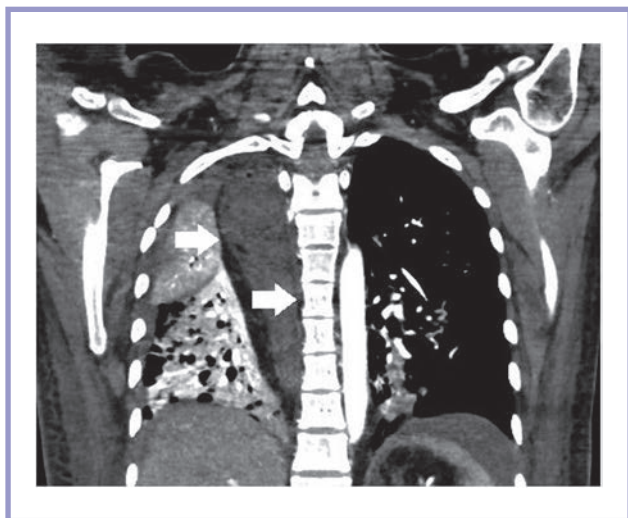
Пациентка К., 29 лет. Компьютерная томограмма, коронарная проекция.
